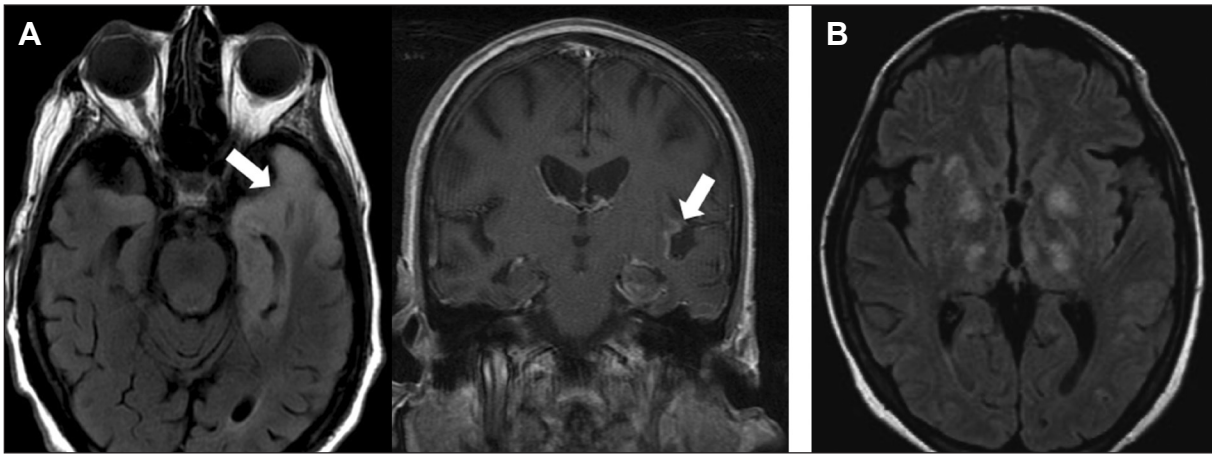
Tomografías de pacientes con encefalitis. A) Paciente con encefalitis por virus herpes simple. FLAIR axial y T1 coronal contrastado. Hiperintensidad temporal y realce cortical con el contraste. Fuente: Neagu *et al.* Imaging in neurologic infections II: fungal and viral diseases. *Curr Infect Dis Rep* 17(4):474, 2015.
